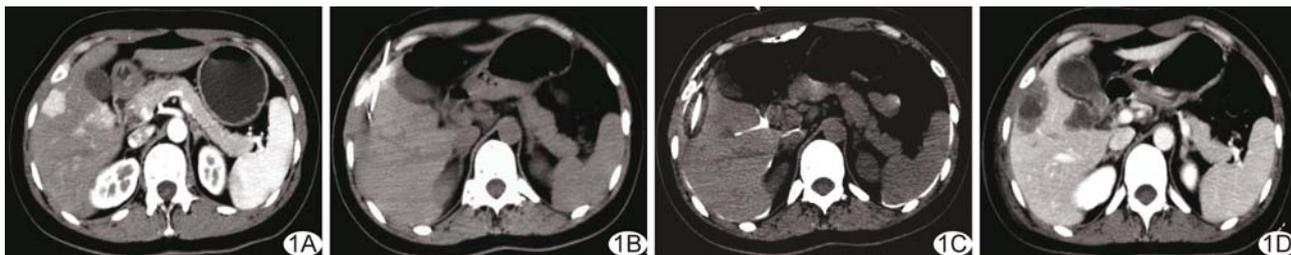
患者女,33岁,肝脏腺瘤 A.病灶位于肝脏第Ⅷ段,CT增强扫描动脉期明显强化;B. CT引导下将微波穿刺针刺入病灶;C. 术后观察消融范围完全覆盖肿瘤;D. 术后3个月复查肿瘤完全消融,增强后无强化
